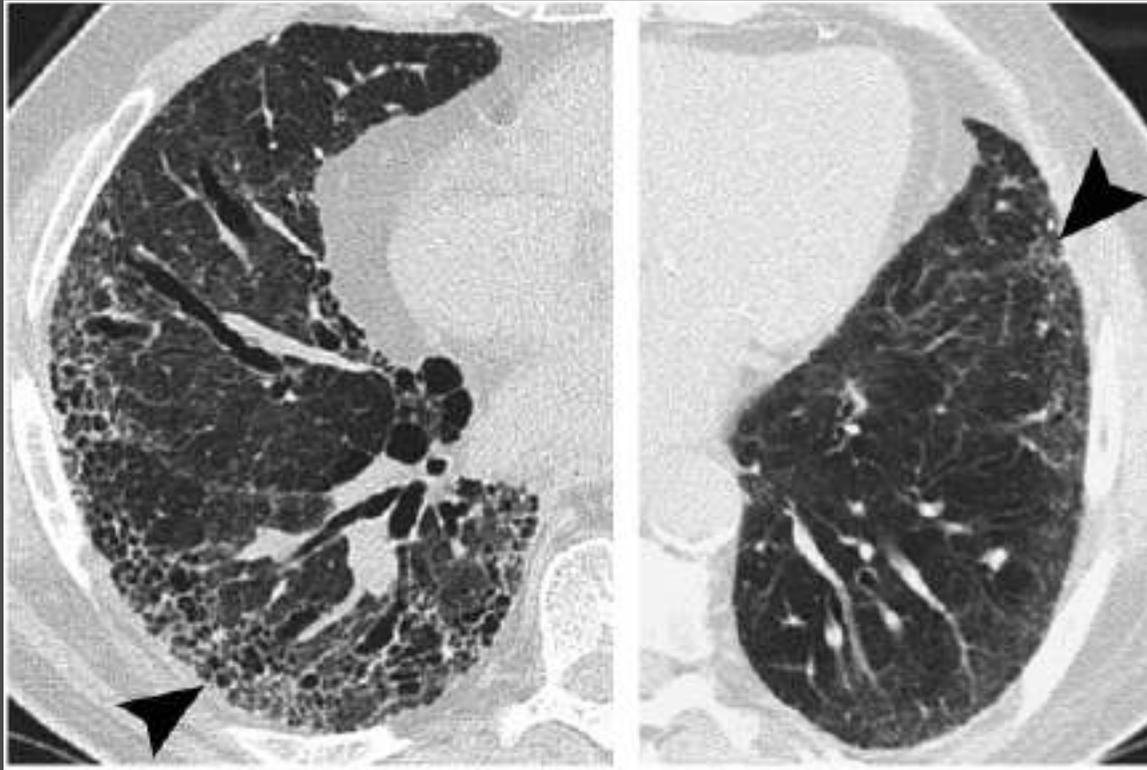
Comparison of high-resolution CT features between UIP and NSIP. (a) UIP is characterized by heterogeneous lung abnormalities consisting of subpleural honeycombing (arrowhead), reticular opacities, and traction bronchiectasis. (b) NSIP demonstrates homogeneous lung involvement with predominance of ground-glass opacity combined with subpleural linear opacities and micronodules. The microcysts in NSIP (arrowhead) are much smaller than the honeycombing in UIP.
